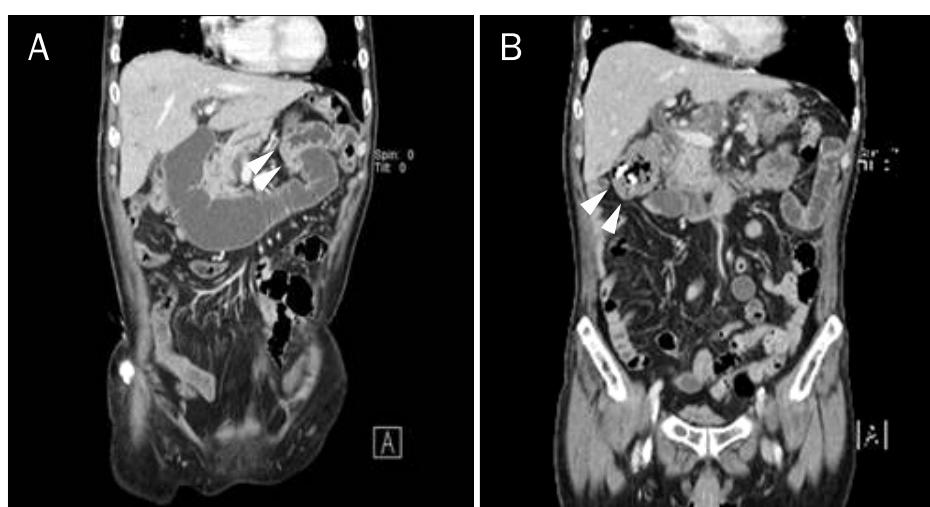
Abdominal CT findings. (A) Markedly dilated afferent loop was filled with water, and the lumen of the afferent loop outlet was twisted without any luminal lesions (arrowheads). (B) Follow-up CT showed the decompressed afferent loop. Two plastic stents were migrated spontaneously and showed in the transverse colon (arrowheads).
